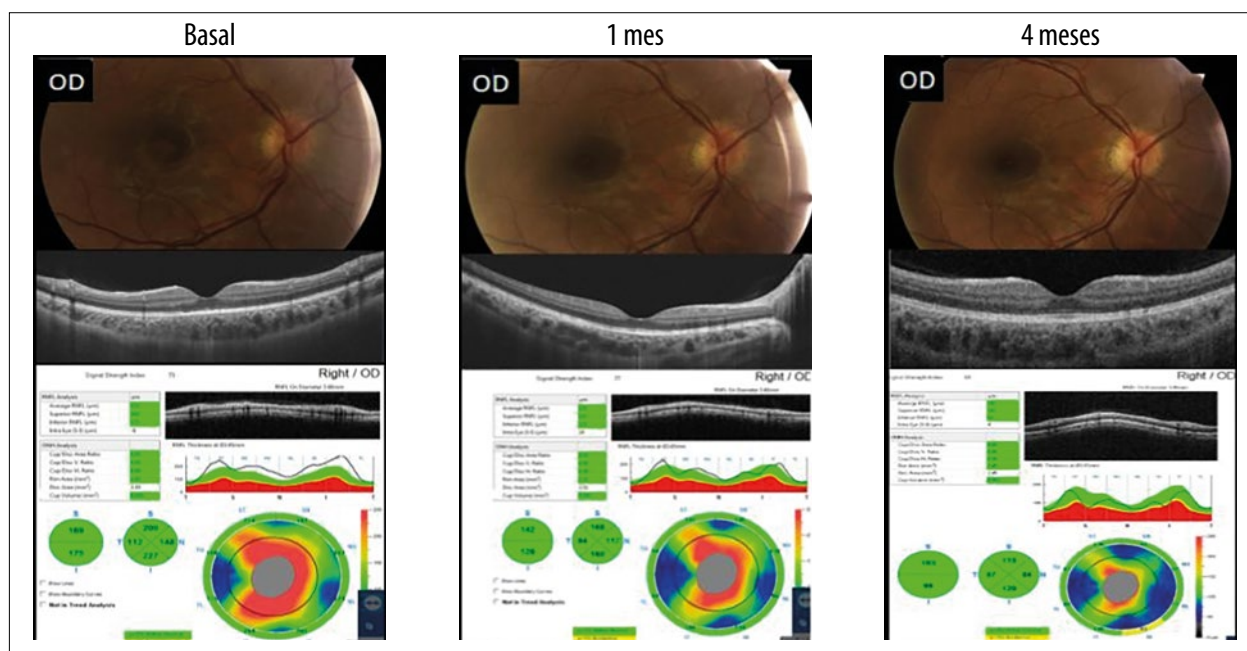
Aspecto del fondo del ojo derecho registrado mediante retinografía color y tomografía de coherencia óptica al inicio, al mes y a los 4 meses de haber iniciado el cuadro.
